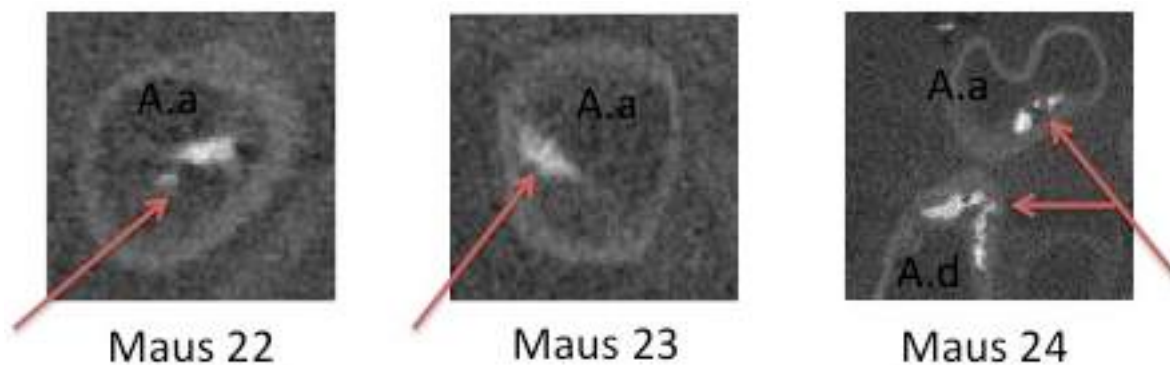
Kalzifikationen in allen Mäusen der Therapiegruppe in der μ CT
